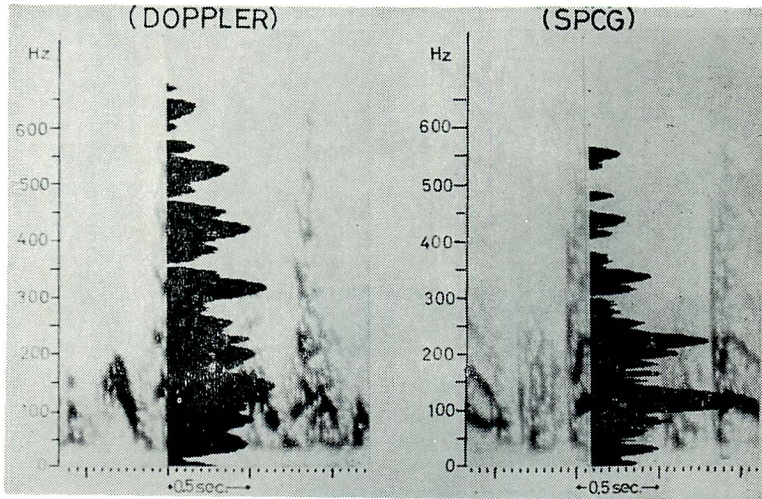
Comparison between the frequency spectrum of the Doppler signals obtained at the semilunar valve area in aorta by the M sequence modulated ultrasonic Doppler method and that of the diastolic murmur recorded on the anterior chest surface. Both the fundamental and harmonics are in good agreement with each other.
